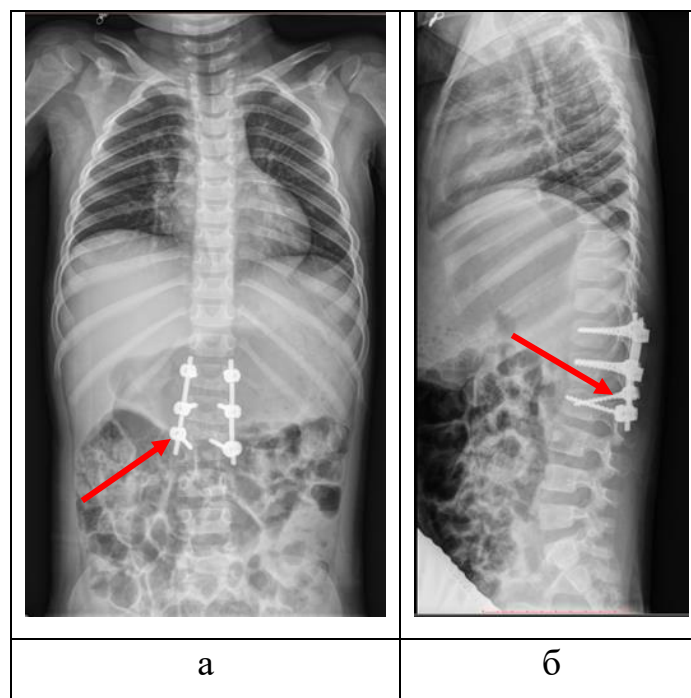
Контрольные рентгенограммы пациентки Б., 3 года 8 месяцев после вертикализации, дестабилизация металлоконструкции (проминание ТВ костных структур L3 позвонка справа, отмечено красной стрелкой):
